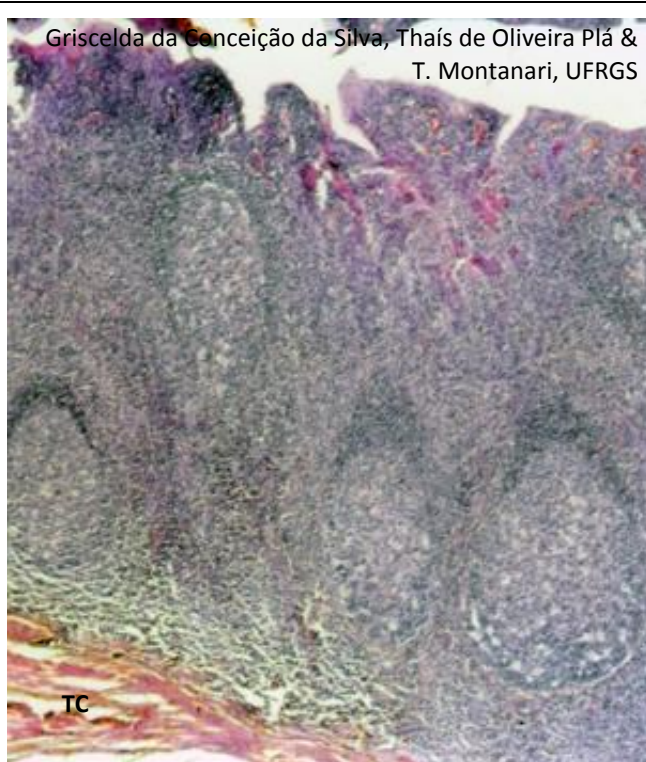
Tonsila palatina, onde podem ser observados: as criptas de epitélio estratificado pavimentoso, o tecido linfoide subjacente com nódulos linfáticos e a cápsula de tecido conjuntivo (TC). HE. Objetiva de 4x (55x).
